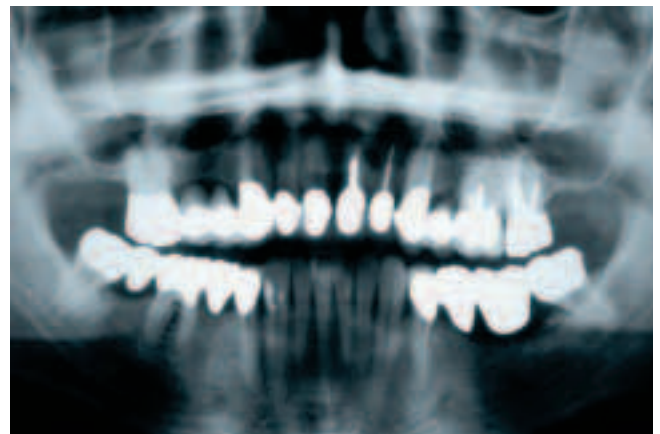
Röntgenologische Kontrolle nach provisorischer Eingliederung der definitiven Restauration
